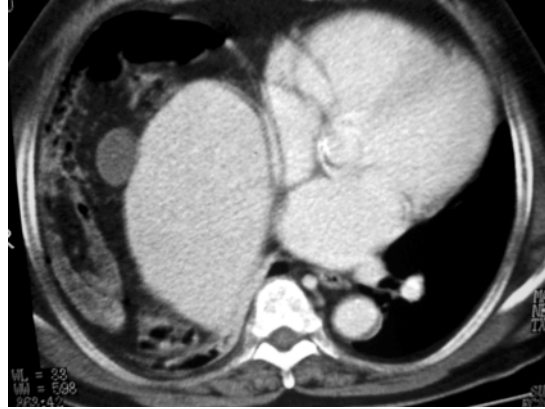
TC: corte que muestra las cuatro cámaras cardíacas; se observan el hígado, la vesícula biliar y algunas asas intestinales dentro del hemitórax derecho.
